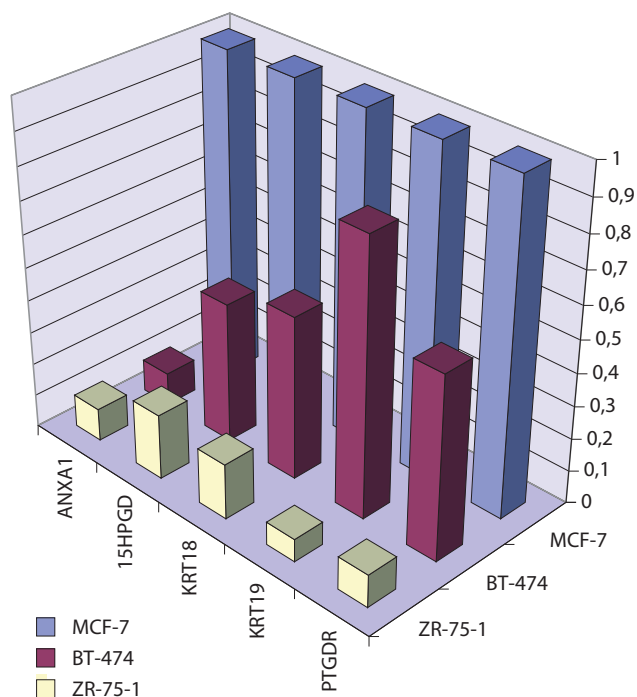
Анализ белков, ассоциированных с экспрессией COX-2, уровни которых снижены в опухолевых клетках BT-474 и ZR-75-1 в сравнении с MCF-7
